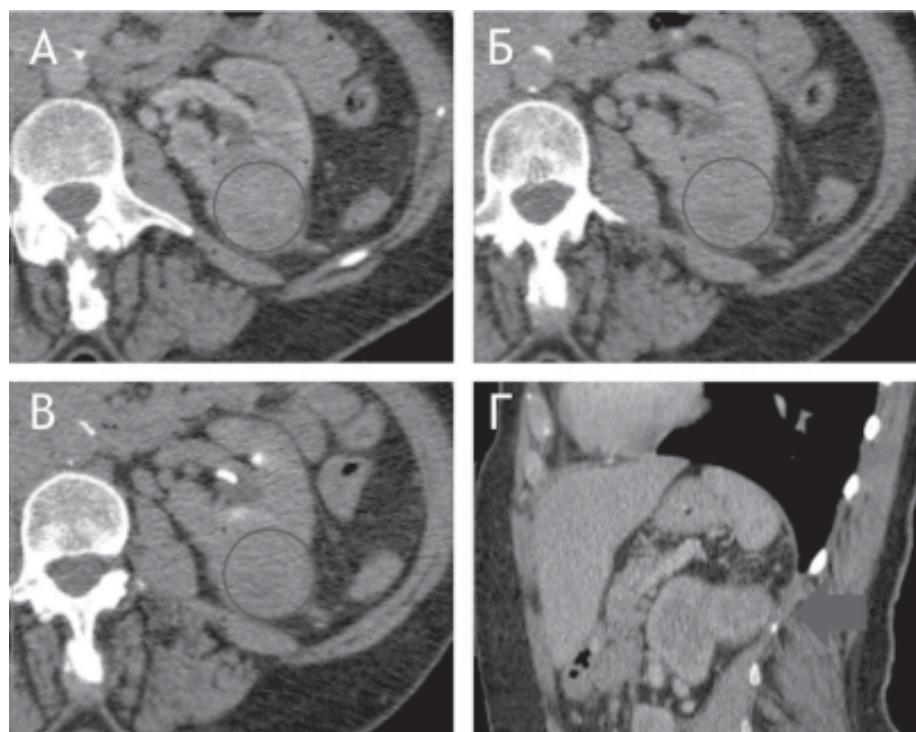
Дані мультифазної КТ хворого Г., 55 р., екзофітна пухлина заднього сегмента лівої нирки розміром 4,21x4,10x3,60 см, ОЗ розташована над пухлиною. А: аксіальна проекція, кортико-медуллярна фаза, IC=91,45 HU; Б: аксіальна проекція, нефрографічна фаза, IC=76,15 HU; В: аксіальна проекція, екскреторна фаза, С=73,12 HU; Г: сагіттальна проекція, КМФ, пухлина позначена стрілкою. Хворому виконано парціальну нефректомію. Заключний діагноз: світлоклітинний НКР лівої нирки, pT1bN0M0, III ступінь за Fuhrman
